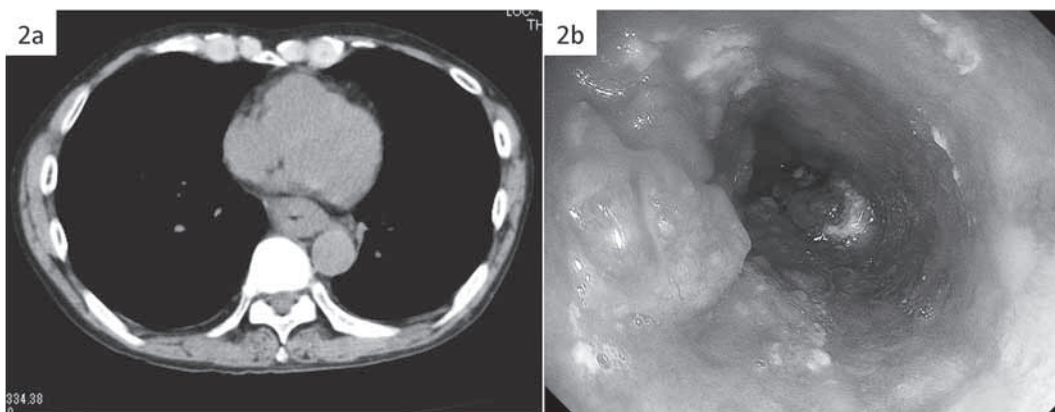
Chest CT (2a) showed full thickness of middle of esophagus wall and esophagoscopy (2b) showed advanced esophageal cancer.
